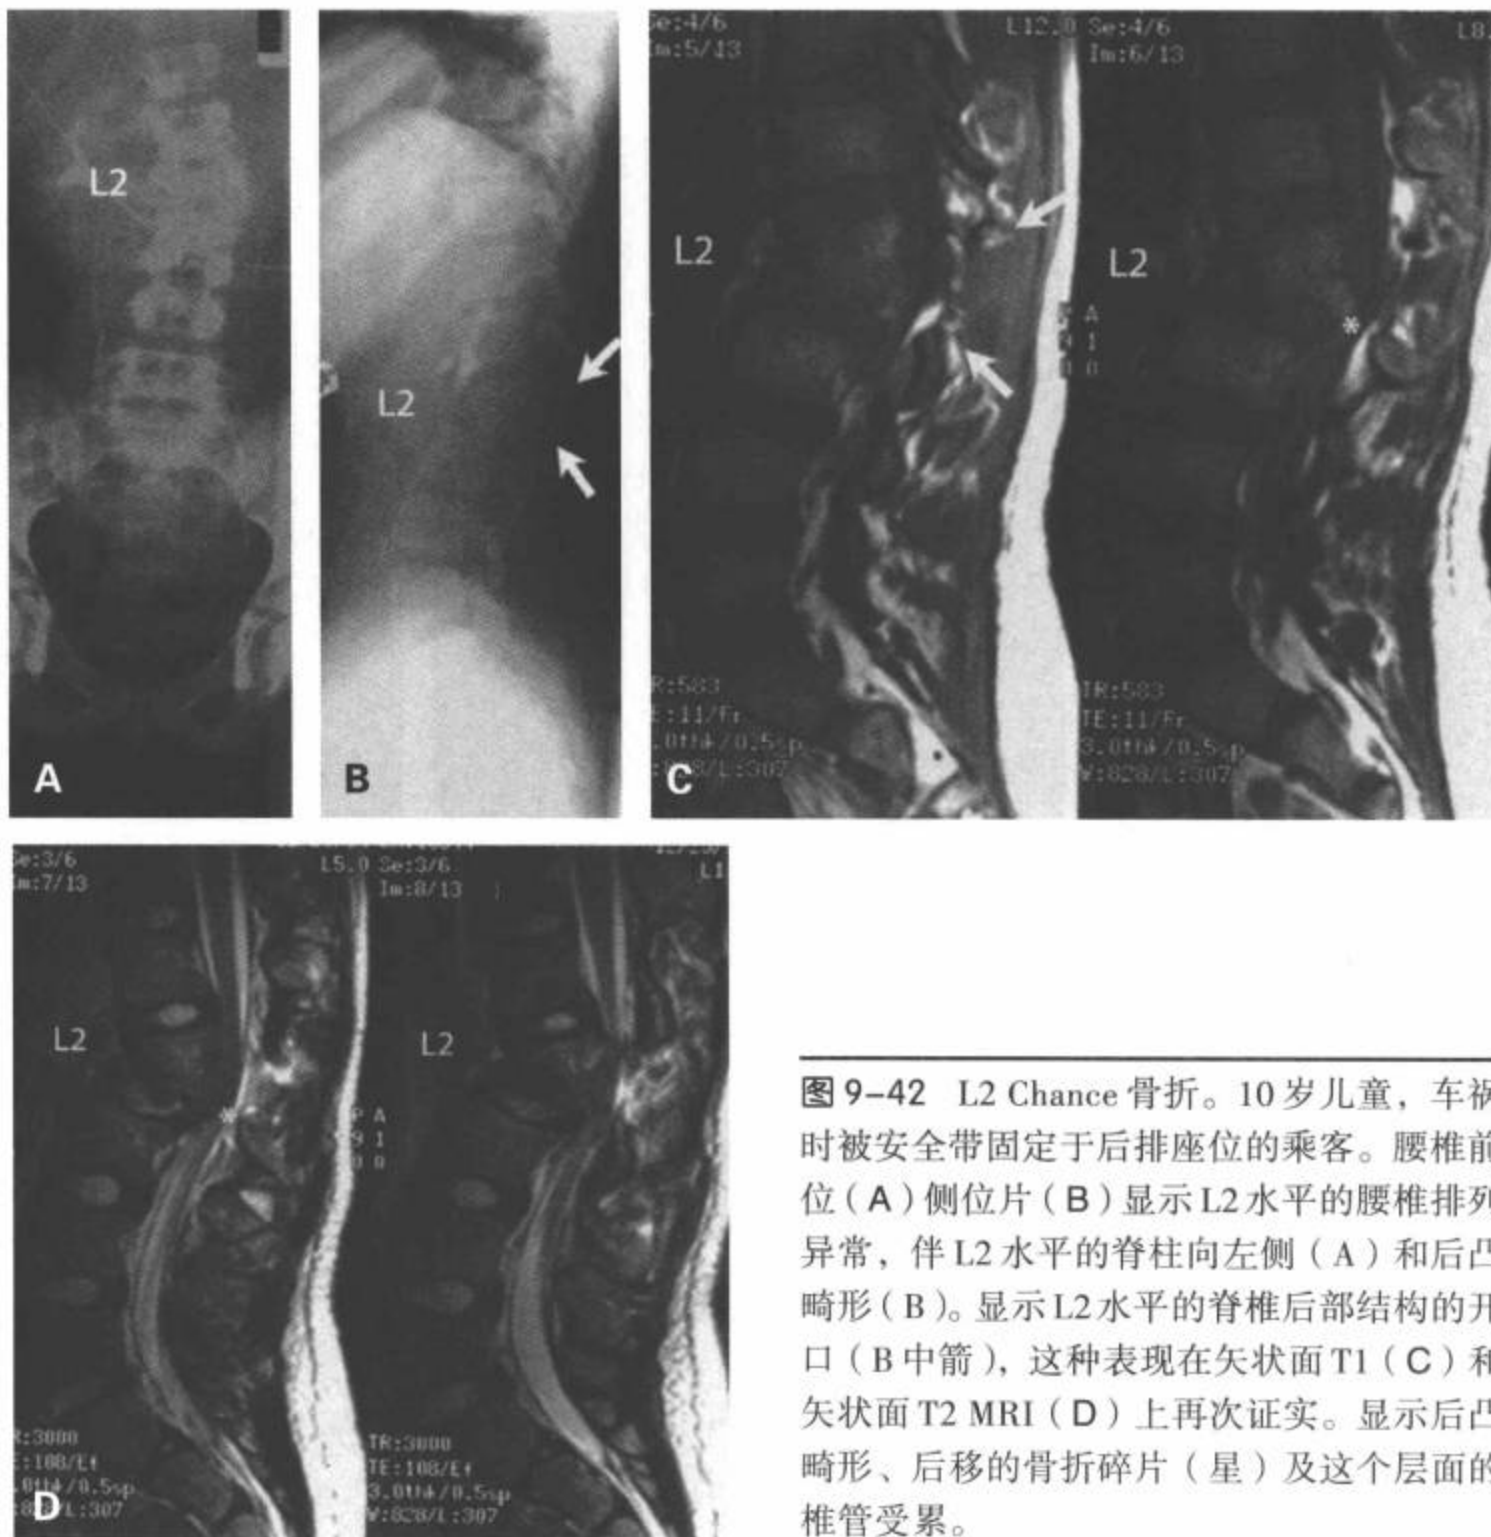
L2 Chance 骨折。10岁儿童，车祸时被安全带固定于后排座位的乘客。腰椎前位（A）侧位片（B）显示L2水平的腰椎排列异常，伴L2水平的脊柱向左侧（A）和后凸畸形（B）。显示L2水平的椎管后部结构的开口（B中箭），这种表现在矢状面T1（C）和矢状面T2 MRI（D）上再次证实。显示后凸畸形、后移的骨折碎片（星）及这个层面的椎管受累。
